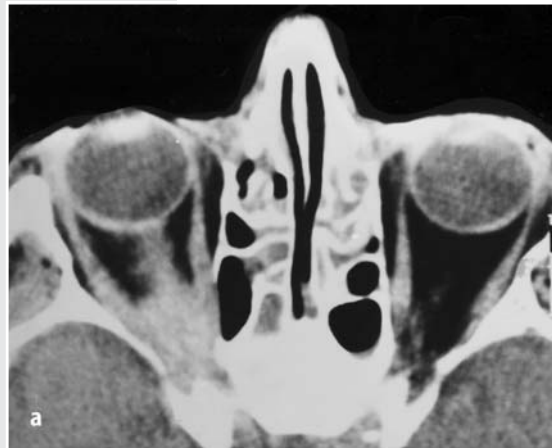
c ◀ 61-jähriger Mann mit rasch einsetzender, progredienter Sehstörung. Diagnose: Idiopathische orbitale entzündliche Raumforderung. a CT: Das axiale, kontrastverstärkte Bild zeigt eine unscharf begrenzte Raumforderung im rechten hinteren Orbitatrichter. Die unscharfe Begrenzung des proximalen Teils spricht für eine Infiltration des Sehnerven. b MRT: Entsprechendes Bild nach Gadolinium i.v. Die gesamte Läsion einschließlich der proximalen Optikussehne ist signalverstärkt und bestätigt damit die entzündliche Infiltration. c Das parasagittale, T1-gewichtete, kontrastverstärkte Bild zeigt die ausschließlich intraorbitale Lokalisation der unscharf begrenzten tumorartigen Läsion und ermöglicht einen Überblick über den intrakanalikulären Nervus sowie den Tractus opticus (Pfeile). (Aus [20], mit freundlicher Genehmigung)
